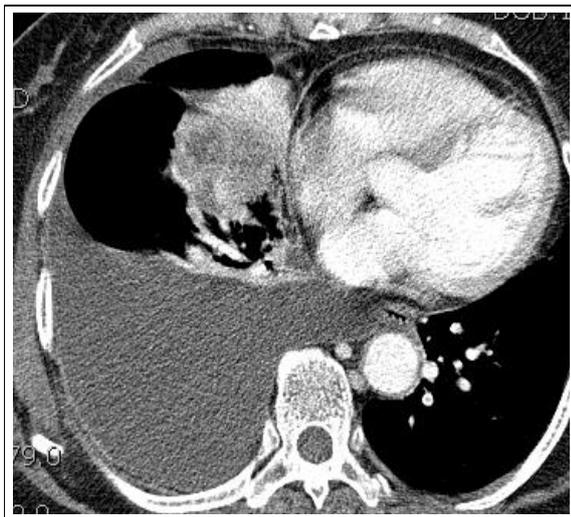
Chest CT shows a 5.4×4.5 cm mass in the right lower lobe and surrounding atelectasis in right middle lobe. Large amount of right pleural effusion is noted before pleurodesis.
